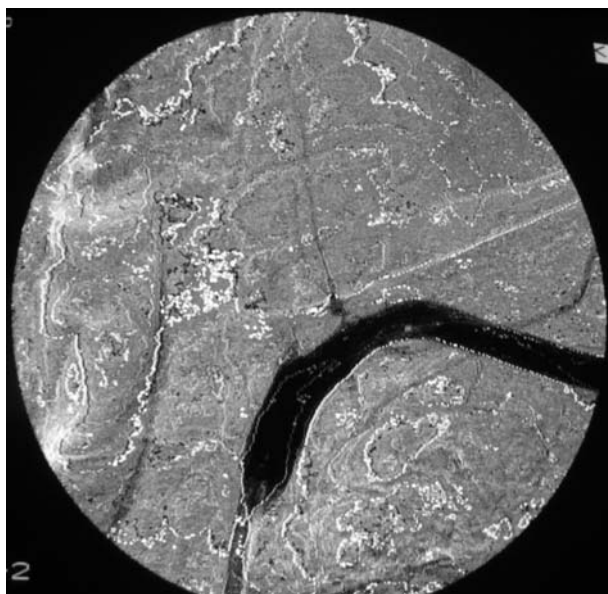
Рентгенконтрастна ангіографія хворого Б. Стеноз проксимального сегменту лівої ПКА.
